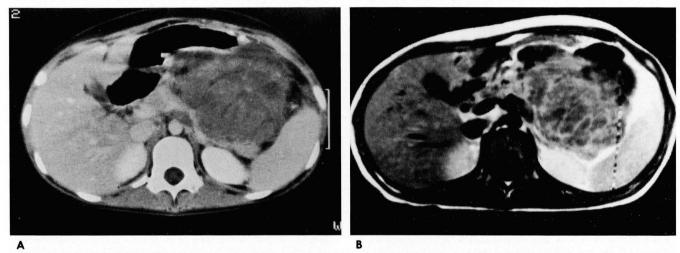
A, B. CT and MR appearance of the mesenteric tumor.
